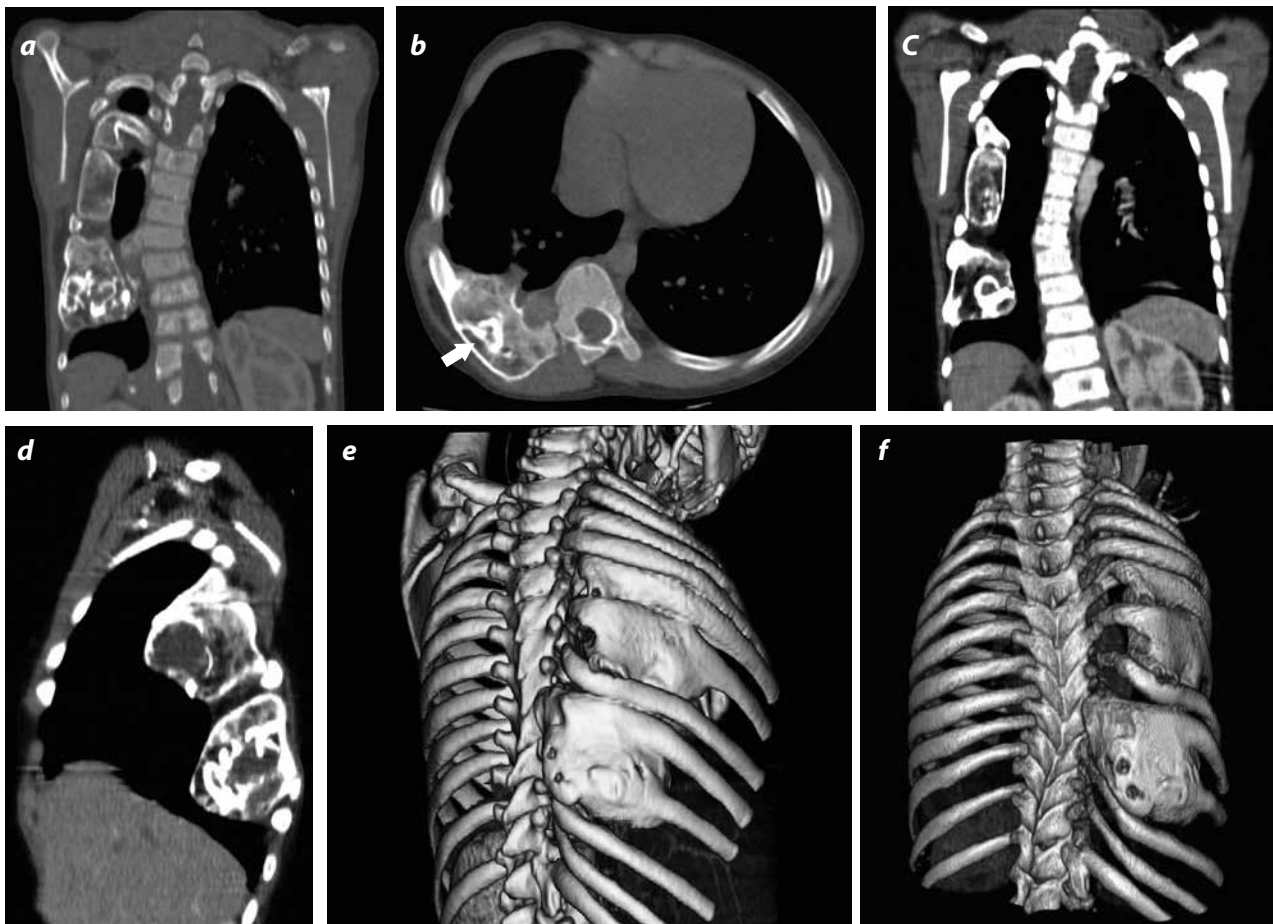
Hamartoma mesenquimal en tomografía de tórax plano axial ventana de hueso y tejidos blandos con reconstrucciones coronal axial y sagital: deformidad de la caja torácica secundaria a la lesión que destruye y deforma los arcos costales (flecha en b). La lesión presenta bordes mal definidos, con calcificaciones y áreas de menor densidad en su interior, secundarias a quistes aneurismáticos con sangrado. En las reconstrucciones tridimensionales (e y f) se aprecia claramente el origen costal y la deformidad escoliótica que produce.
